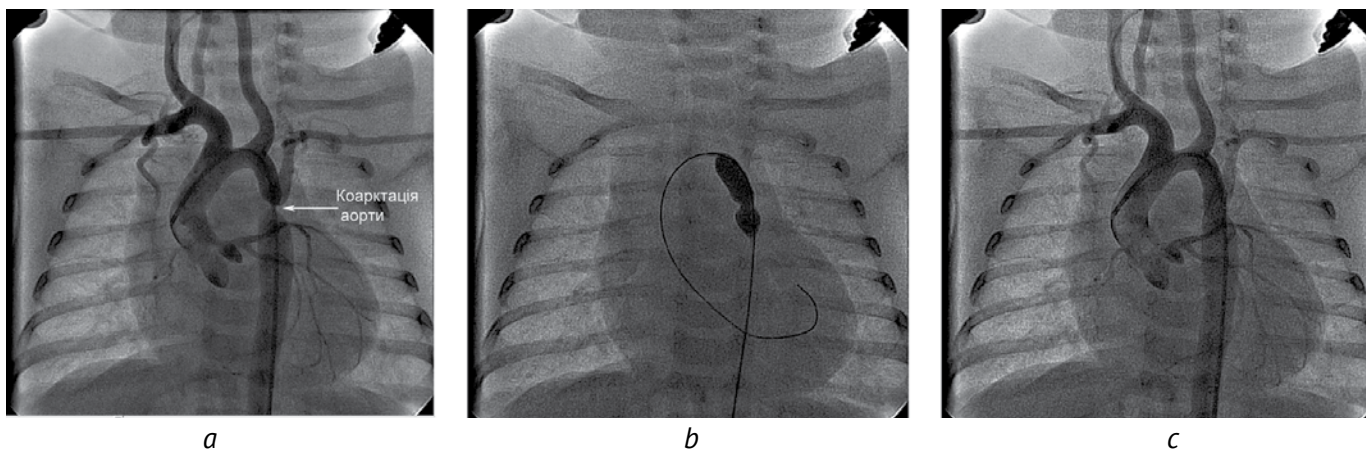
а – рентген-ангіографічне зображення коарктації аорти в передньо-задній проекції; b – балонна ангіопластика коарктації аорти; c – контрольна аортографія
